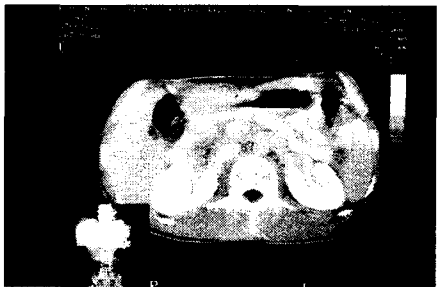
Abdominal CT (98/8/27) showing more reduced hepatosplenomegaly and nonvisualization of the ascites
